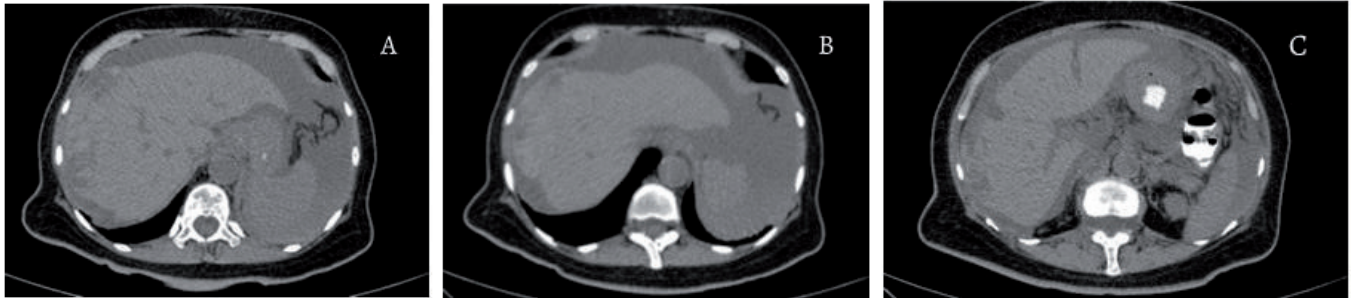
(A, B, C) TAC de abdomen que reporta gran hematoma subcapsular hepático heterogéneo de 136 x 132 x 36mm. Fuente: los autores.
